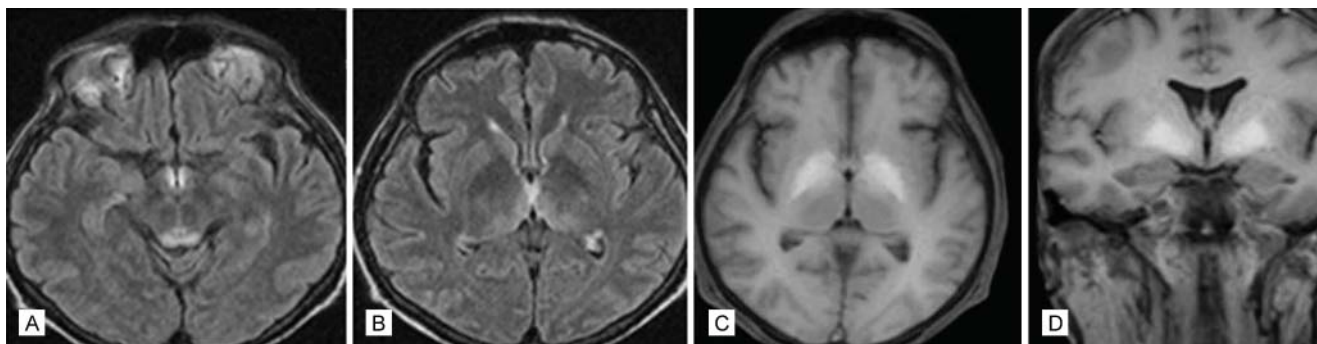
A y B) Resonancia magnética de encéfalo en secuencia FLAIR: hiperintensidad bilateral de cuerpos mamilares, colículos superiores, sustancia gris periacueductal y núcleos dorsomediales del tálamo. C y D) Resonancia magnética de encéfalo en secuencia T1: hiperintensidad de ambos núcleos lenticulares, secundarias al depósito de manganeso por la nutrición parenteral total
